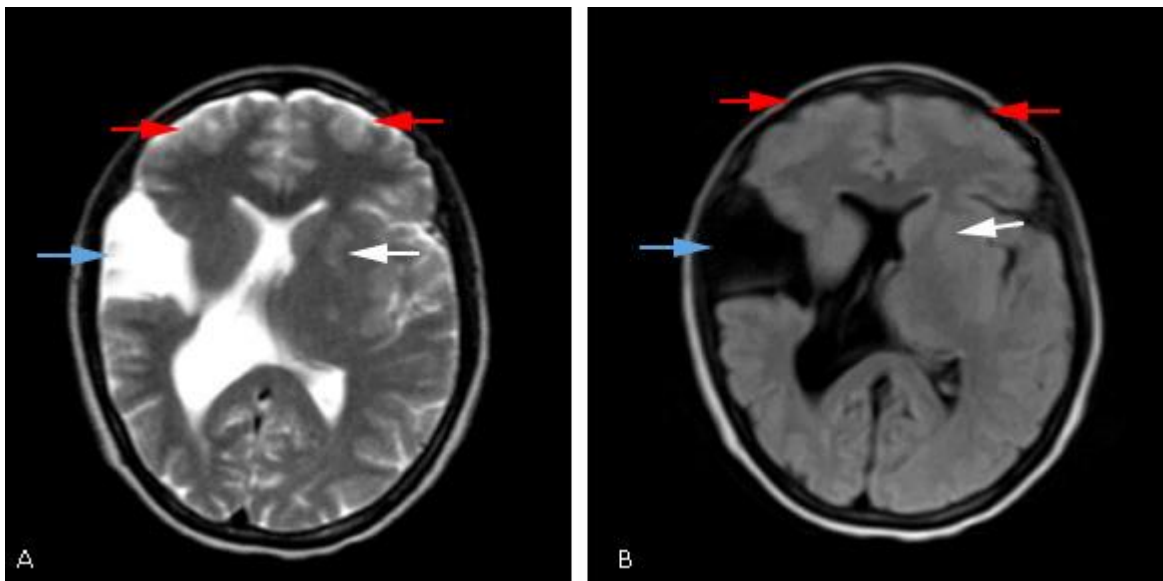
Imagen de resonancia magnética, corte axial secuencia T2 (A) y FLAIR (B), respectivamente. Se observa esquizencefalia de labio abierto o tipo 2 en región fronto-parieto-temporal derecha (flechas azules), polimicrogiria en región frontal bilateral (flechas rojas) y heterotopias periventriculares izquierdas (flechas blancas).
